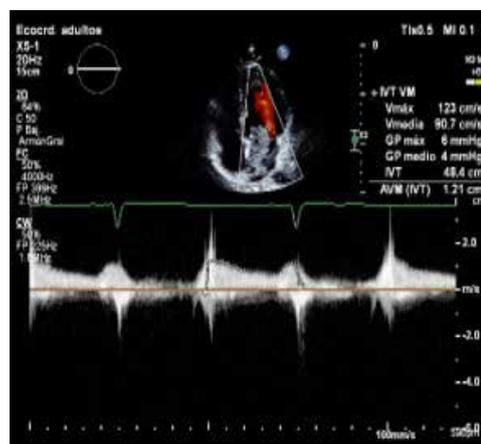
Doppler continuo de la válvula mitral, presenta una estenosis funcional de grado leve con un gradiente medio de 4 mmHg y una velocidad máxima de 1.2 m/s. La insuficiencia es leve con una contracción venosa de 2 mm.
